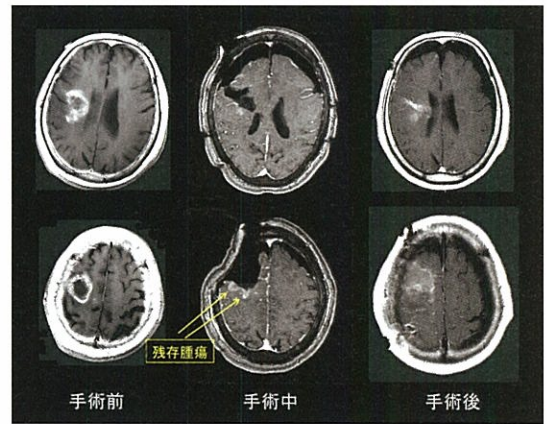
術前、術中、術後のMRIを示す。術中MRIで残存腫瘍を確認し、運動野に近接した残存腫瘍が、術後MRIで摘出されていることが確認できる。
